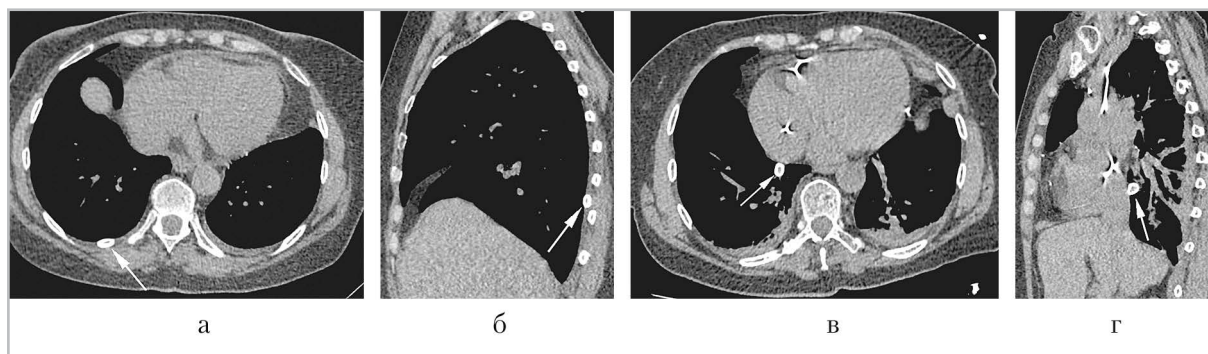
Компьютерные томограммы легких в аксиальной (*а, в*) и сагиттальной (*б, з*) плоскостях. В правой плевральной полости определяется образование овальной формы с четкими ровными контурами неоднородной структуры, свободно перемещаемое при динамическом наблюдении (*белая стрелка*)
